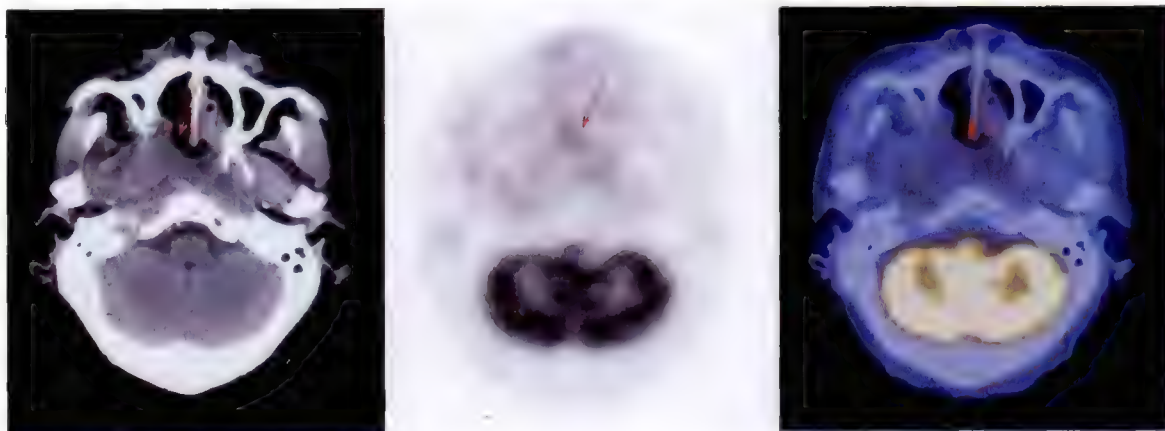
鼻咽癌治疗后,CT 示鼻咽部组织明显增厚,但 PET 提示肿瘤已灭活,随访 1 年证实肿瘤已灭活
